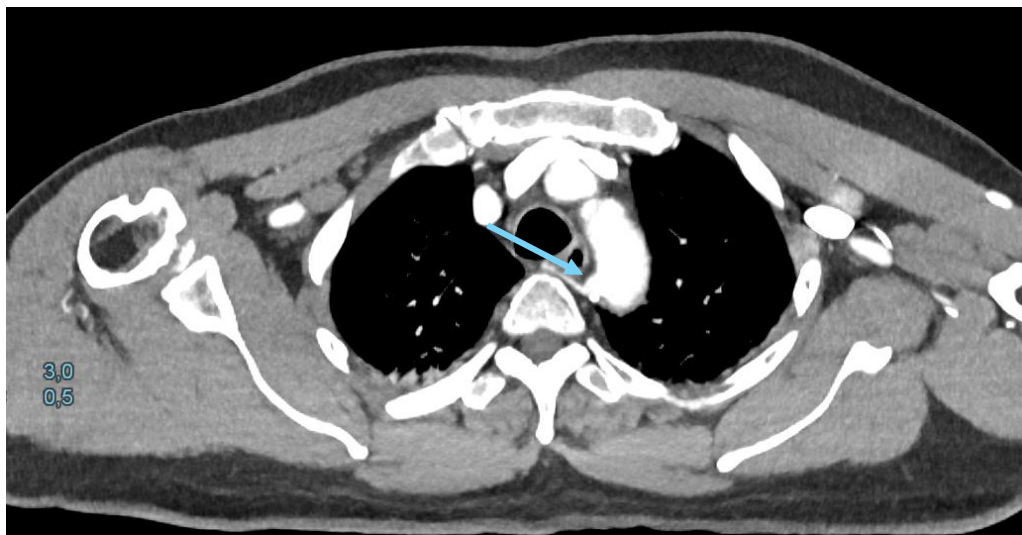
(Angio-TC de troncos supraaórticos): Se identifica un origen anómalo de la arteria vertebral derecha directamente desde el arco aórtico, asociado a una dilatación aneurismática en su origen.
